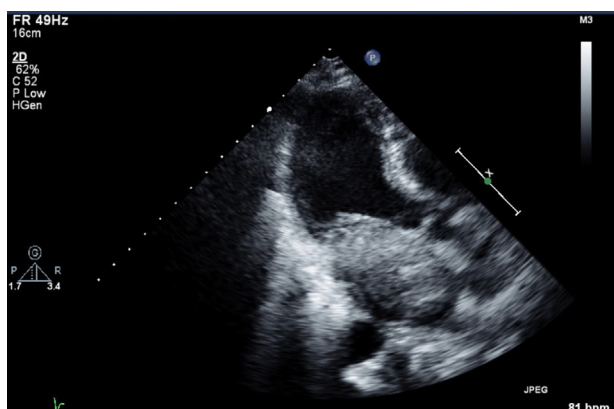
Imagem de ecocardiografia bidimensional, apical de 3 câmaras. Mesma estrutura de dimensões aproximadas de 5,4 × 3,2 cm, com protusão em diástole para o ventrículo esquerdo.
